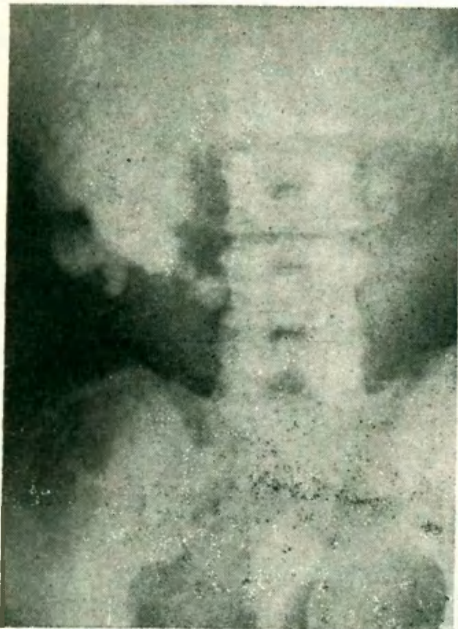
Radiografía directa
